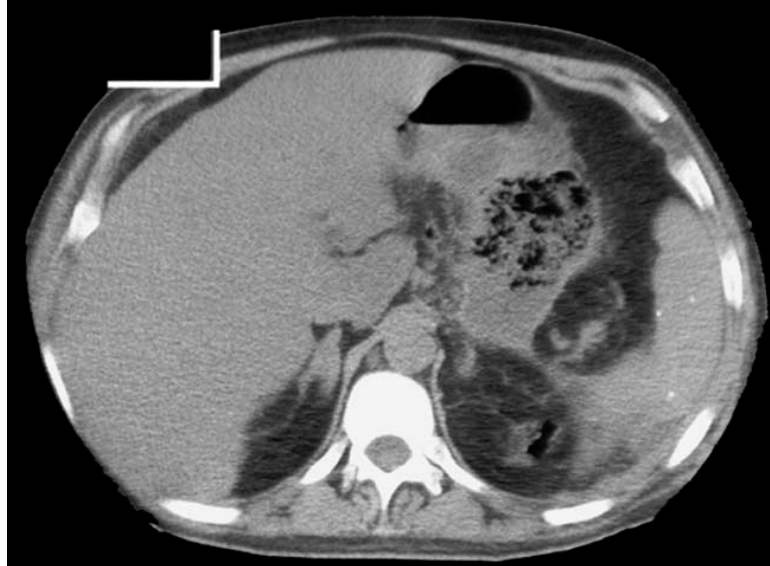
КТ-скан. Субтотальний панкреонекроз. Ретрогастрально рідина з пухирцями повітря. В ділянці паранефрона рідина з повітрям.
